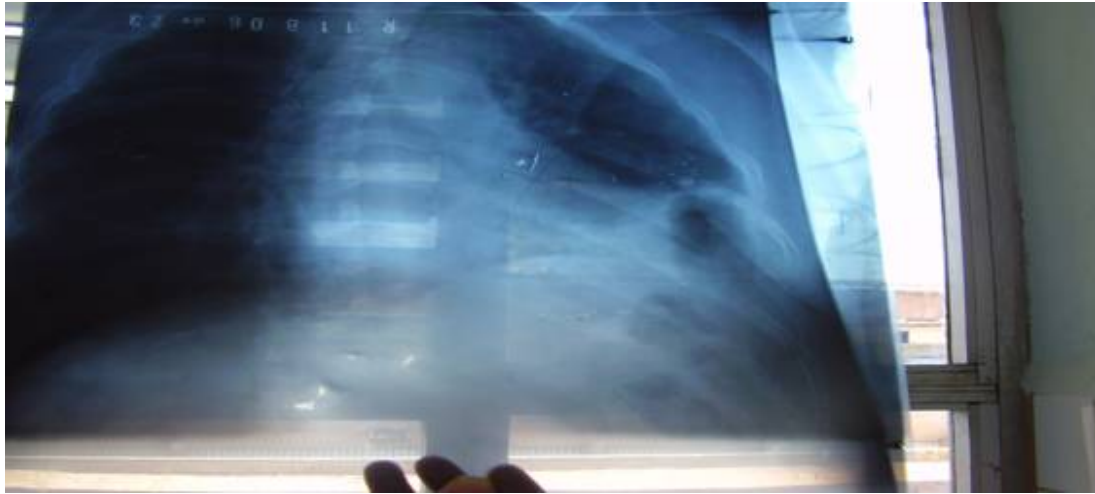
Radiografía de tórax muestra signos de hernia diafragmática izquierda.
